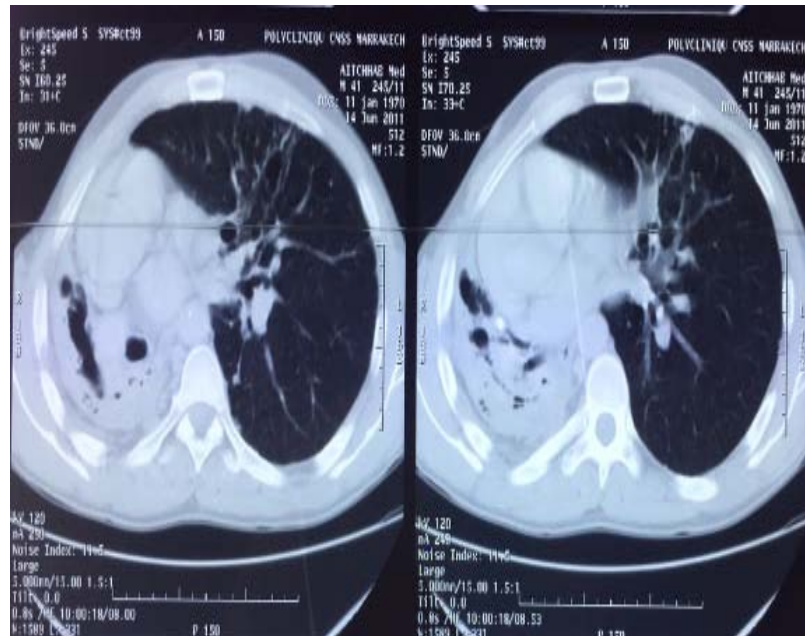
TDM thoracique en fenêtre parenchymateuse montrant une atélectasie pulmonaire droite et condensation parenchymateuse avec attraction médiastinale et hernie de poumon gauche, en faveur d'un poumon détruit.
